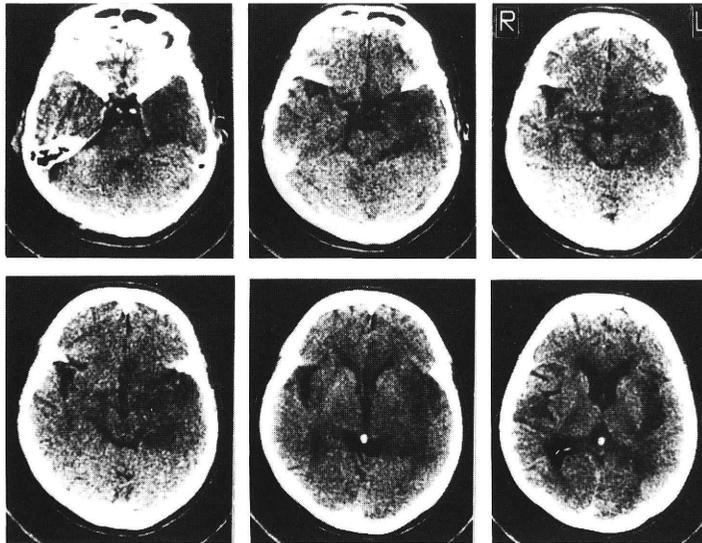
症例 2 の CT-scan。7 月 16 日 (第 10 病日)。
